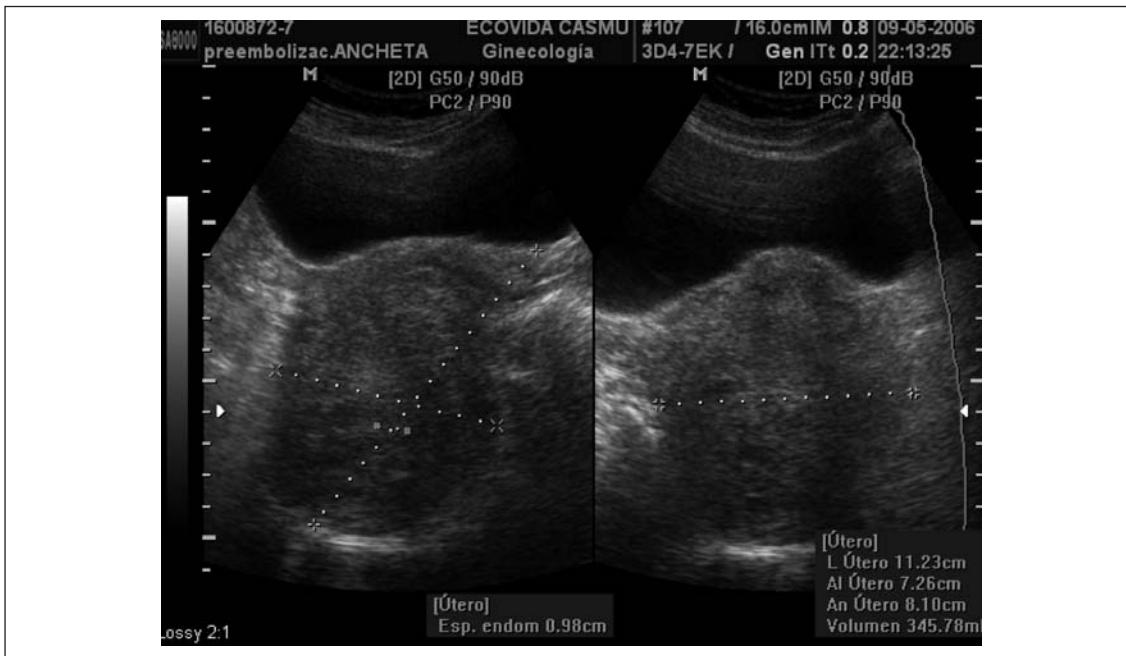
Ecografía de útero antes de la embolización, corte longitudinal y transversal. Mioma intramural.
